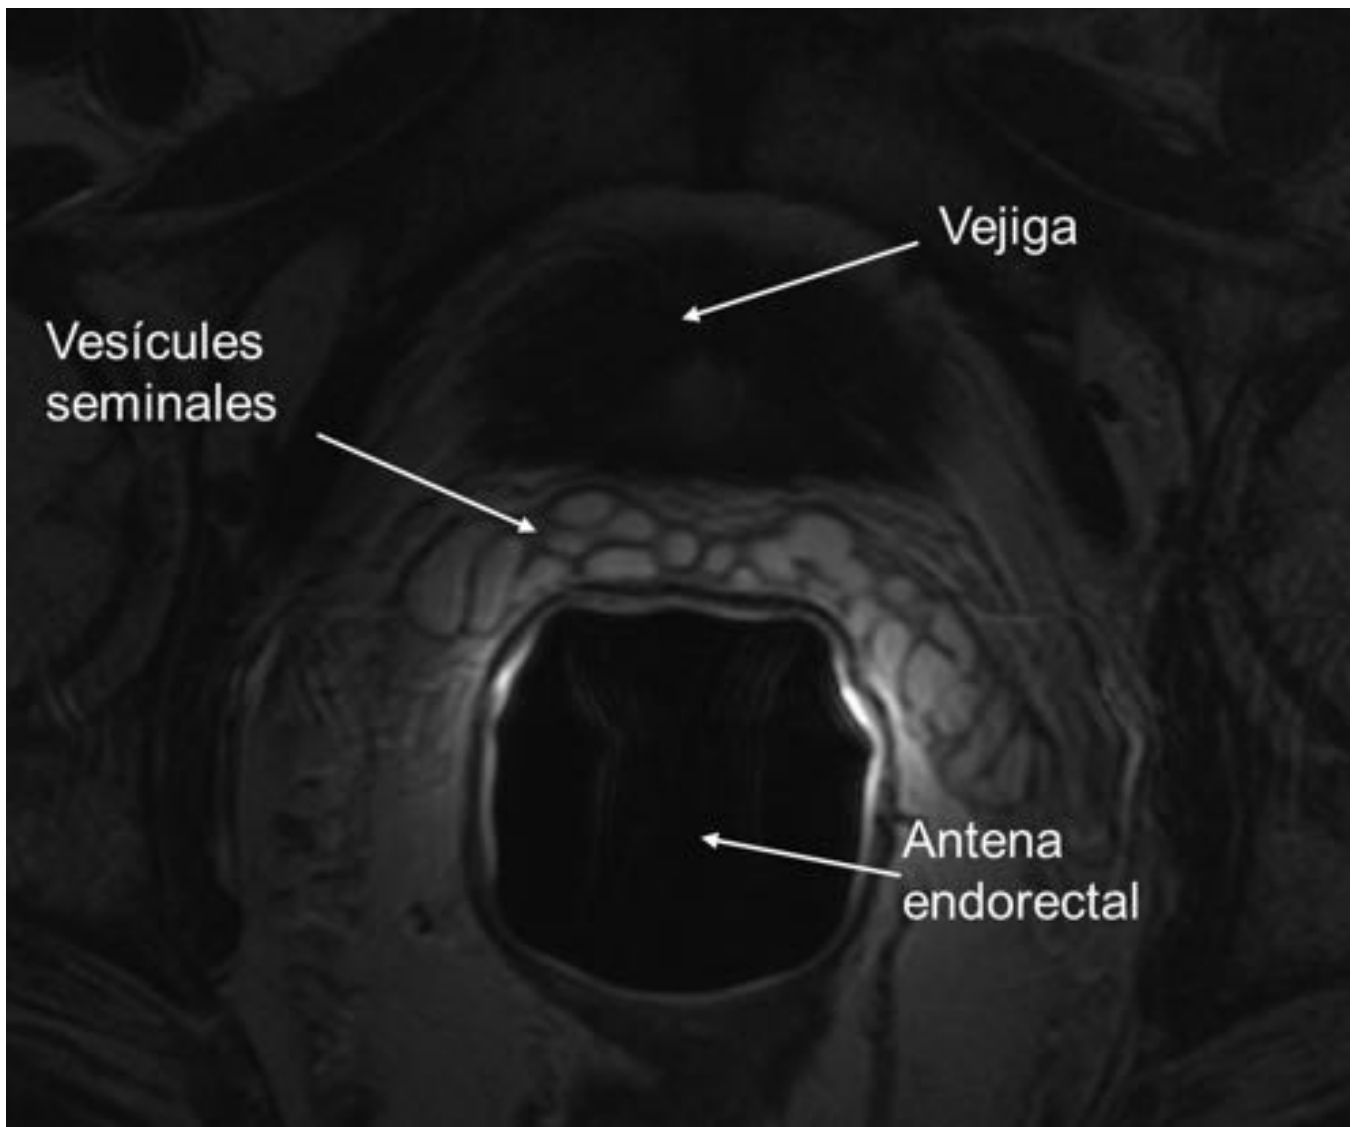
RM corte axial en T2. Las vesículas seminales muestran una señal hiperintensa normal en aspecto en racimos, con finos septos hipointensos.
